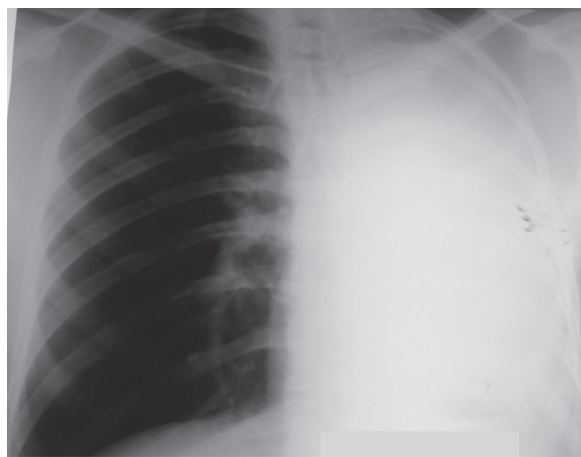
Оглядова рентгенографія через 3 тижні після операції. Лівий гемоторакс тотально заповнений, органи середостіння зміщені вліво, права легеня без вогнищево-інфільтративних змін.
